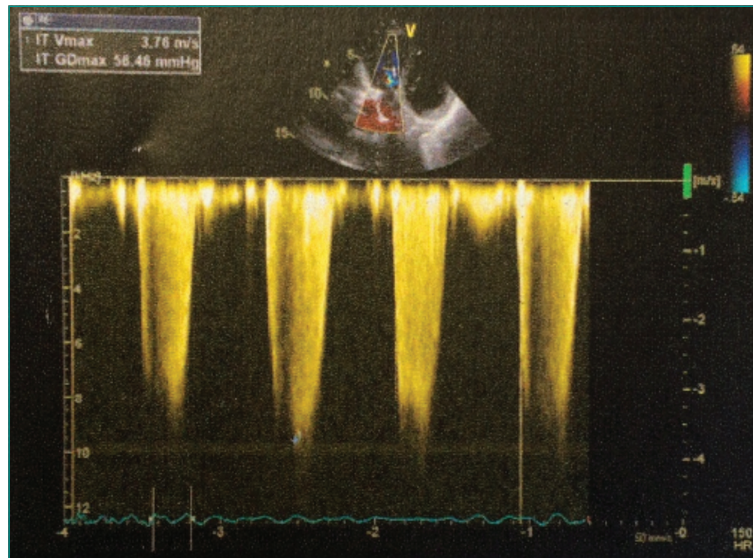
Échographie cardiaque transthoracique : Vitesse maximale du flux d'insuffisance tricuspide $V_{\max} = 3,76$ m/s ; gradient de pression $GD_{\max} = 58,4$ mmHg ; pression artérielle pulmonaire systolique calculée à partir de l'équation de Bernoulli PAPS = 60 mmHg.
